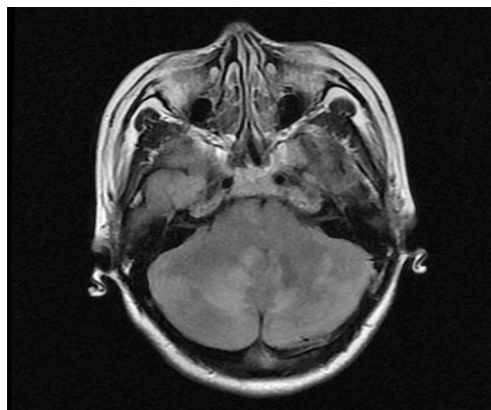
头颅MRI-T2 FLAIR序列见双侧小脑半球及蚓部散在斑片高信号改变
